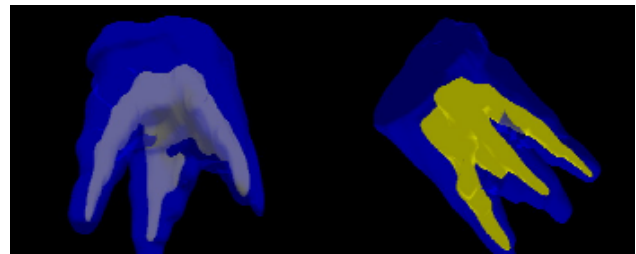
3D rekonstruksiyon amaçlı elde edilen molar diş kesitinde dış sınırlar ve pulpa odası sınırlarının belirlenmesi (Somatom Plus X tomografi cihazı ve 3D Doctor Programı)
